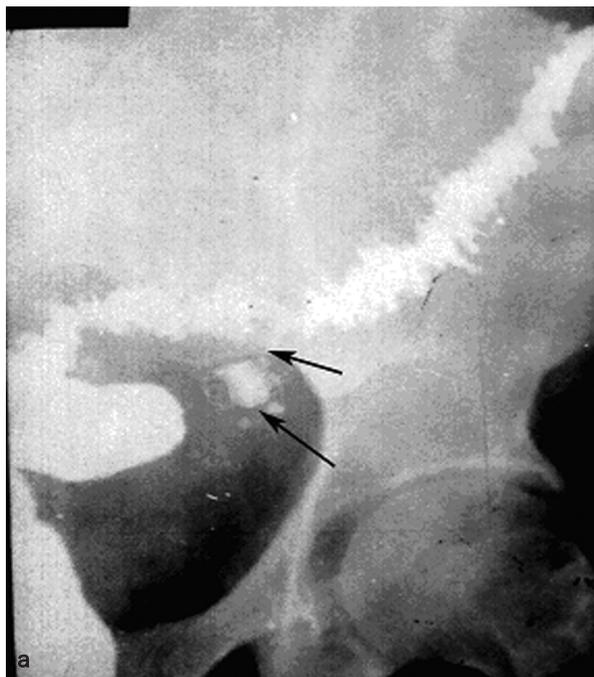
Прицельные рентгенограммы сигмовидной кишки б-ного А., 65 лет (а) и б-ной Ф., 56 лет (б); тугое наполнение. Паракишечный инфильтрат, осложнившийся образованием а) паракишечной полости; б) неполными внутренними свищами (стрелки).
